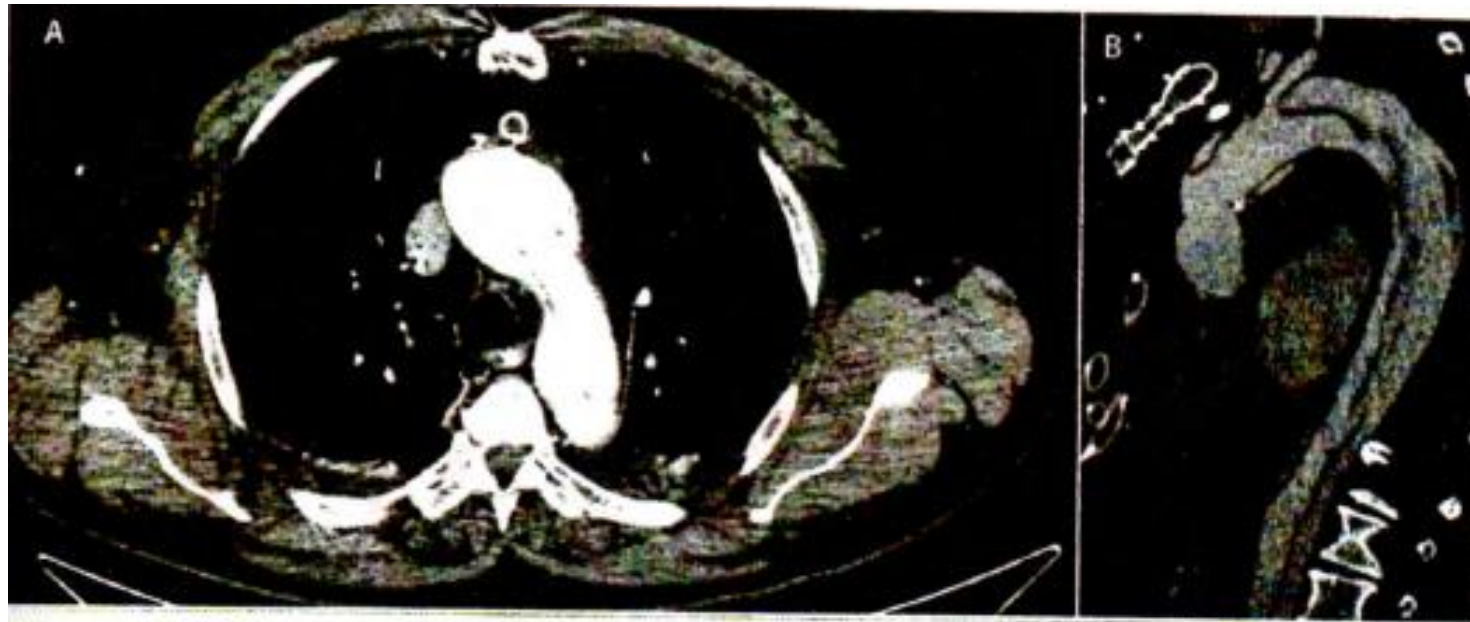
STC (corte transversal, A) y RM (corte sagital, B) en disección de aorta tipo A de Stanford y tipo 1 de DeBakey.
